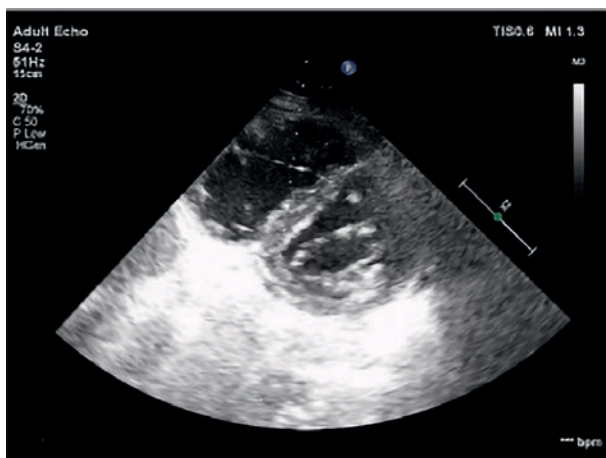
Ecocardiografie. PSAX-VMi: SIV applatizat
